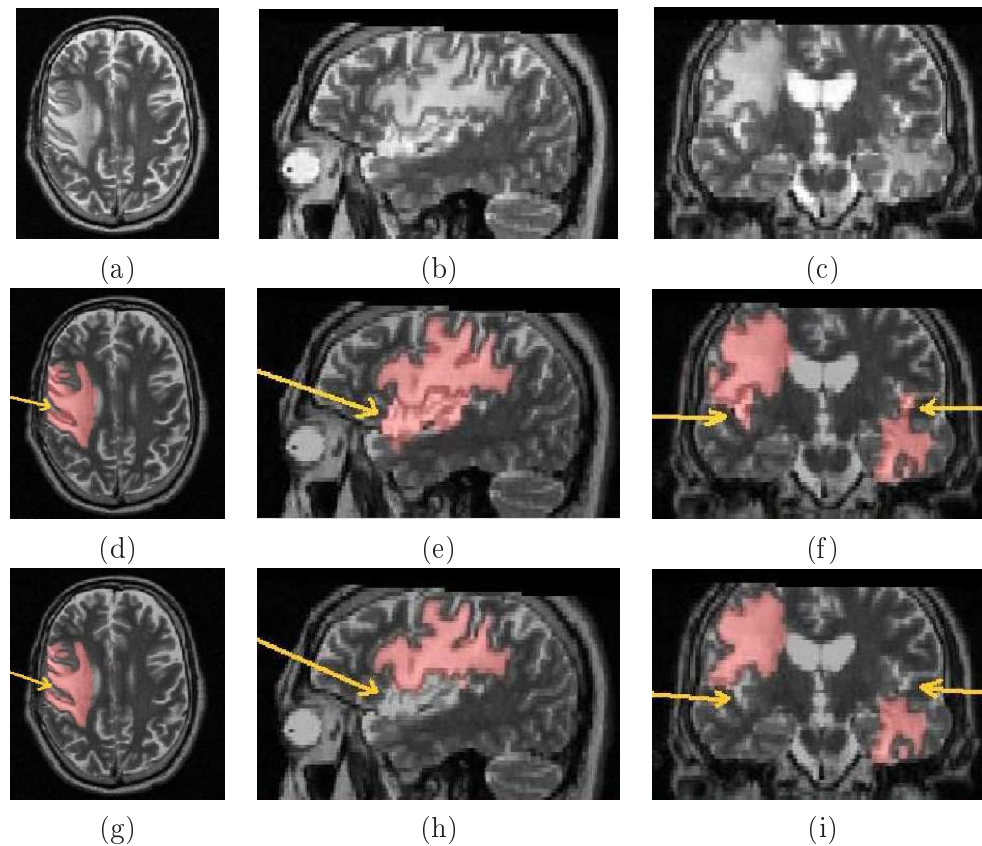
Exemple de segmentation de tumeur. IRM T2 (ligne du haut) ; la tumeur segmentée en utilisant un masque binaire (ligne du milieu) ; la tumeur segmentée avec atlas statistique (ligne du bas).
